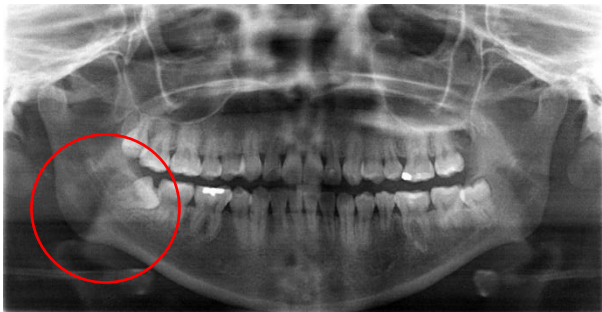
Ortopantomografía inicial, se observan los indicadores de riesgo importantes como la curvatura de las raíces, superposición de estructuras, discontinuidad de la cortical superior del canal del nervio y la posición mesio angulada del molar.
